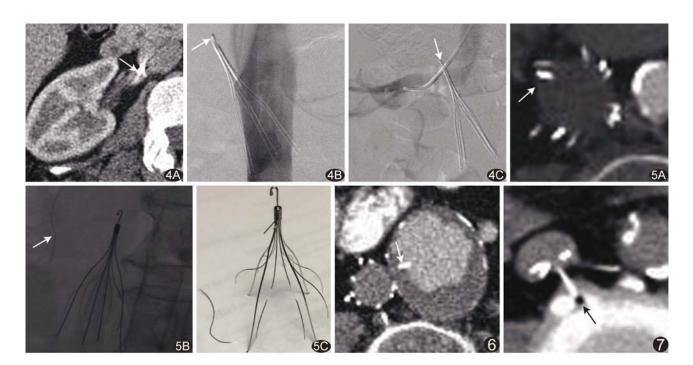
患者女,66岁,IVCF 倾斜 A. CT 增强扫描动脉期示 IVCF 回收钩进入肾静脉(箭); B. IVC 造影示 IVCF 严重倾斜,回收钩位于 IVC 外(箭); C. 右侧肾静脉造影证实 IVCF 回收钩位于右侧肾静脉内(箭) 图 5 患者女,53岁,IVCF 断裂 A. CT 平扫示 IVCF 缺少一个支撑杆(箭); B. X 线平片示 IVCF 上方一游离金属丝(断裂的支撑杆); C. 取出 IVCF 和断裂的支撑杆 图 6 患者男,57岁,IVC 穿孔 CT 增强扫描动脉期示 IVCF 的支撑杆穿破腹主动脉壁(箭),支撑杆远端进入腹主动脉,同时可见腹主动脉壁间血肿,考虑与 IVCF 的支撑杆穿破腹主动脉壁有关 图 7 患者女,55岁,IVC 穿孔 CT 平扫示 IVCF 的支撑杆穿破 IVC,支撑杆远端累及椎体(箭),并见椎体局部骨质增生
